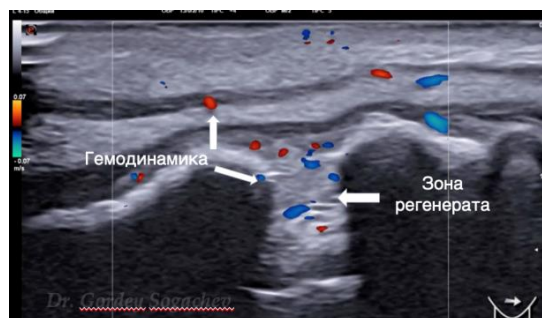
УЗИ пациента Г. через 6 месяцев после завершения активации
